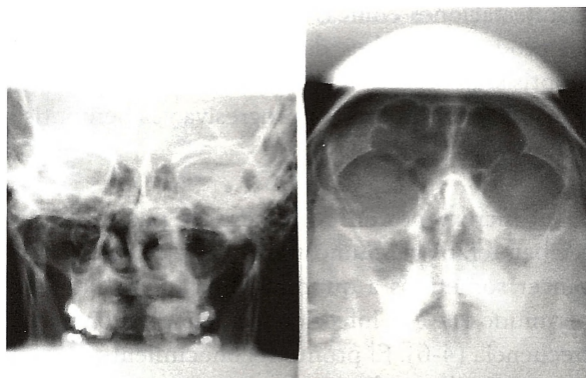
Radiografía de Senos paranasales en la que se observa opacidad de los antros maxilares, especialmente del izquierdo, con engrosamiento mucoperiostico.
